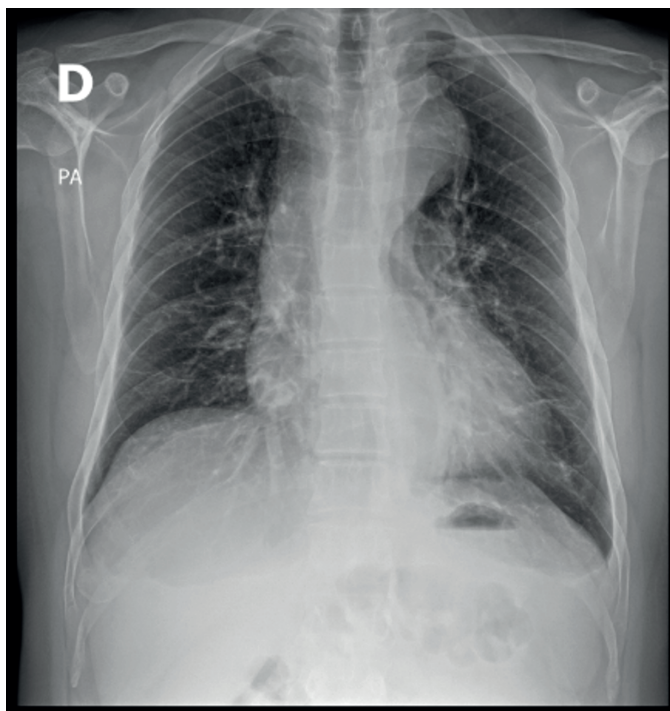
Radiografía de tórax AP
